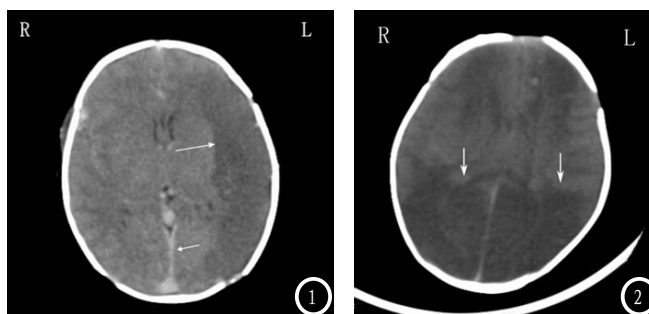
男性患儿,出生后2天,出生窒息史,惊厥、反应低下伴呼吸困难2天。CT平扫显示左侧颞顶枕叶区楔形低密度灶(长箭头),病灶内脑沟变浅,病灶边界大部分清楚,占位效应较轻微,中线结构无明显移位,伴蛛网膜下腔出血(短箭头)。图2 男性患儿,出生后4天,出生窒息史,生后不哭,皮肤青紫,反应低下,CT: 双侧顶枕叶区见扇形低密度灶(箭头),病灶内脑沟消失,病灶边界清楚,占位效应较轻微。
